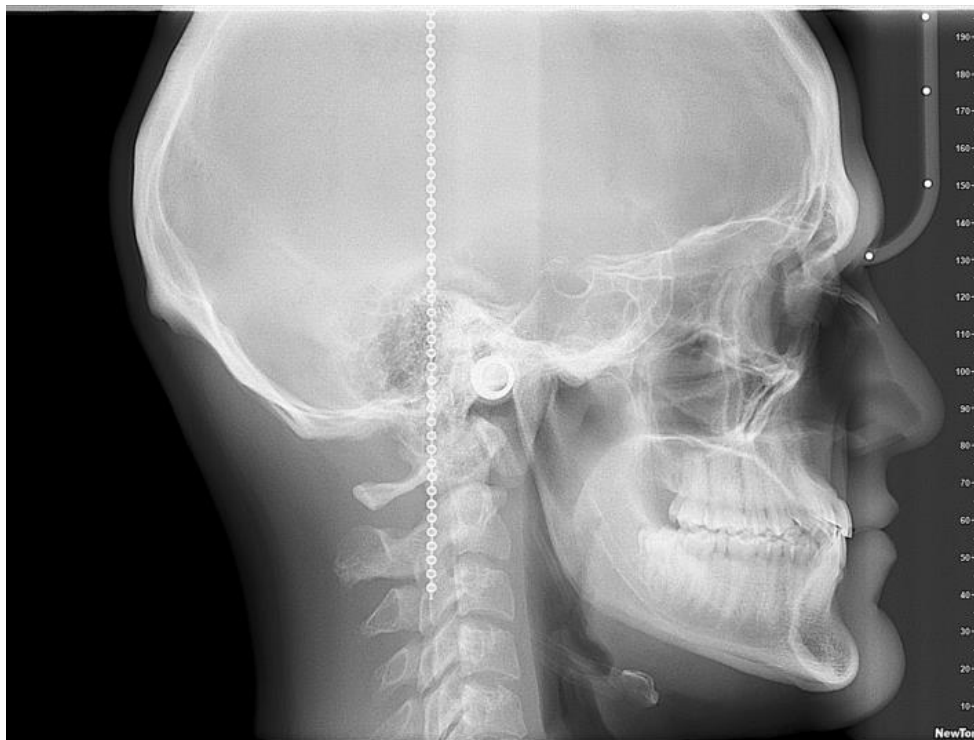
Radiografía Lateral inicial
